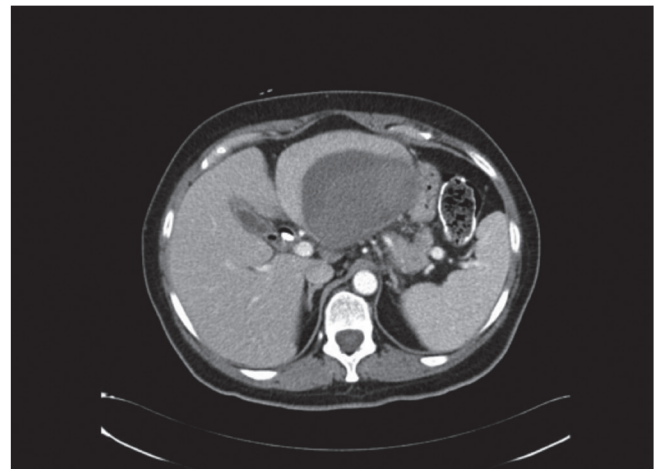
TC abdominal con contraste iv (axial): colección hipodensa de unos 10 x 6 cm en segmento III hepático.
